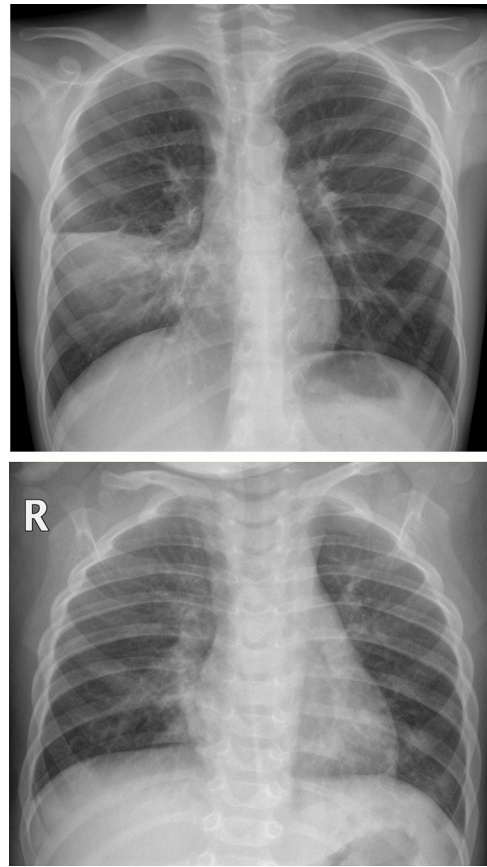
A) Consolidación unilateral. Niño de 7 años con fiebre y tos de una semana de evolución, con auscultación pulmonar asimétrica. En la radiografía posteroanterior se demuestra consolidación parenquimatosa en el campo medio pulmonar derecho limitada por la cisura menor, compatible con consolidación neumónica. No se realizó PCR SARS-CoV-2 ni se sospechó que pudiera ser COVID-19. No se demostró agente microbiano. B) Consolidaciones bilaterales. Niña de 1 año y 2 meses con fiebre y tos, con ambiente familiar con clínica catarral similar. La radiografía anteroposterior muestra engrosamientos peribronquiales bilaterales, con áreas de consolidación parenquimatosas en lóbulo medio y lóbulo inferior izquierdo. No se realizó PCR SARS-CoV-2 ni otras determinaciones microbiológicas.
